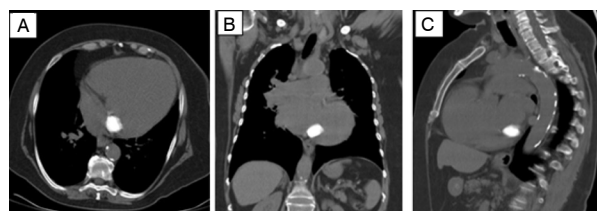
Case courtesy of Dr Ayaz Hidayatov, Radiopaedia.org, rID: 61219 – Na sequência, imagens de tomografia não contrastada em cortes (A) axial, (B) coronal e (C) sagital de um paciente com MAC.
